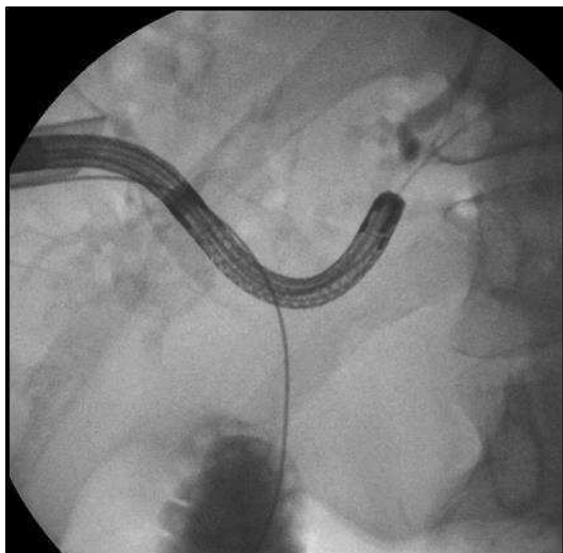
Рентгенограмма ревизии внутрипеченочных желчных протоков с помощью ширококанального холангиоскопа
